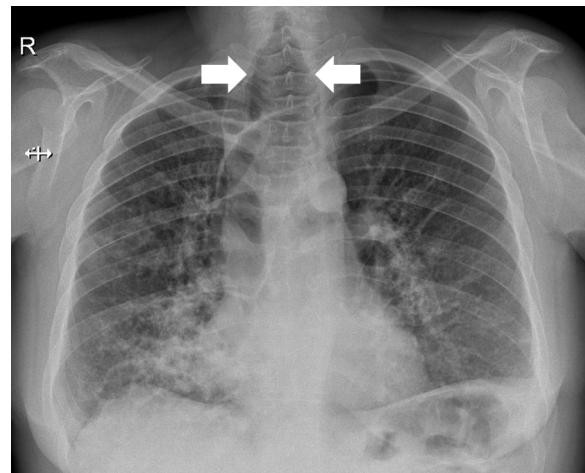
Radiografía de tórax que muestra una traqueobroncomegalia.
